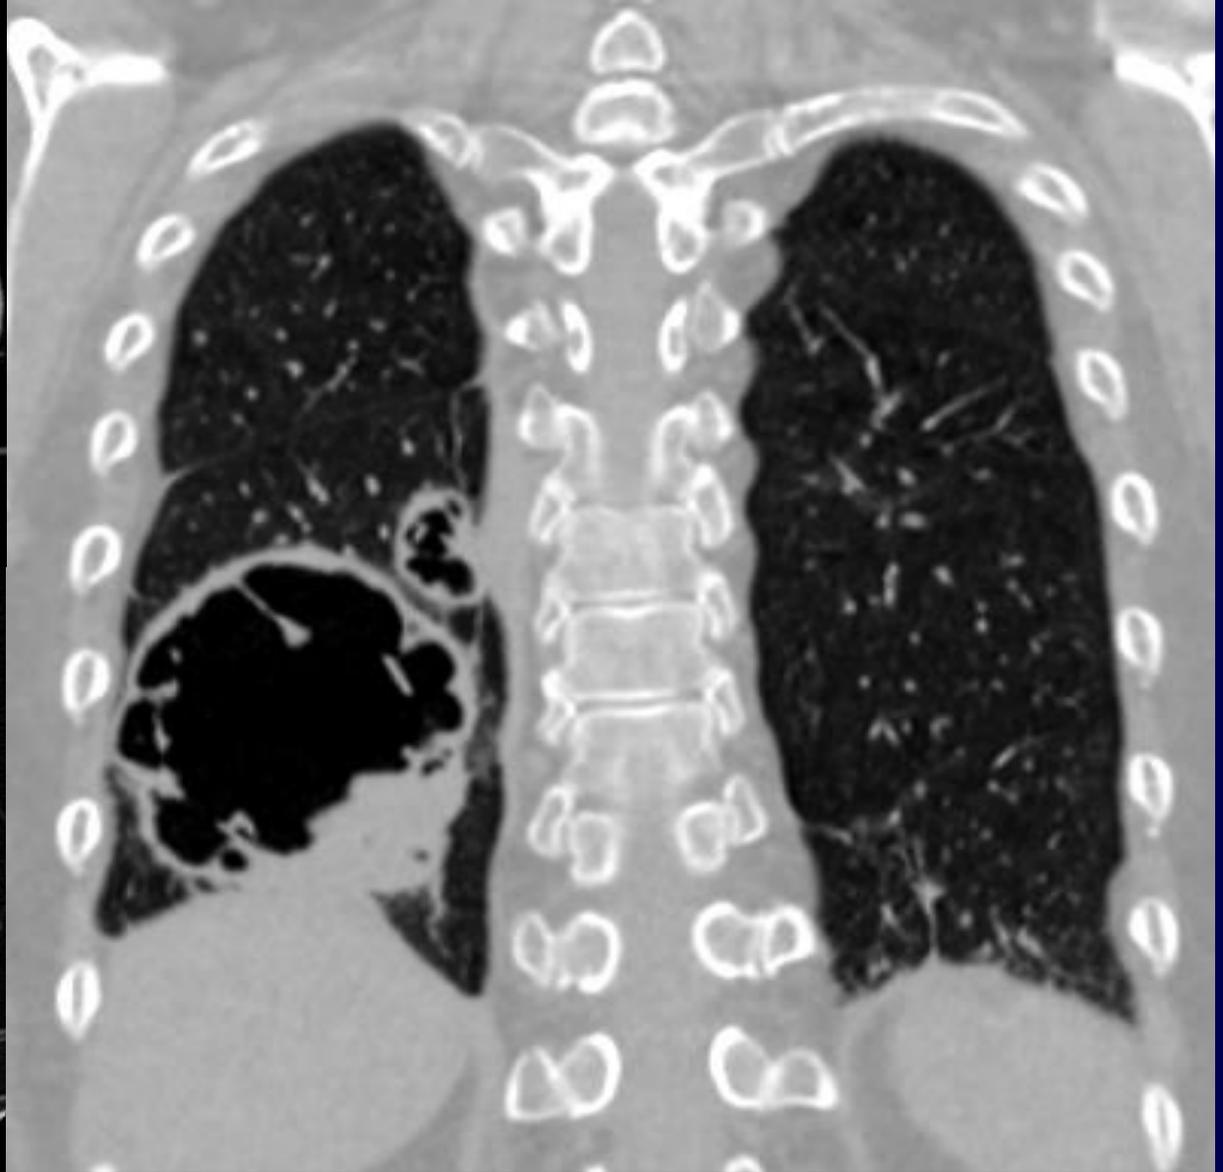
TC de tórax sin contraste. E – F) cortes axiales. G) corte coronal.
